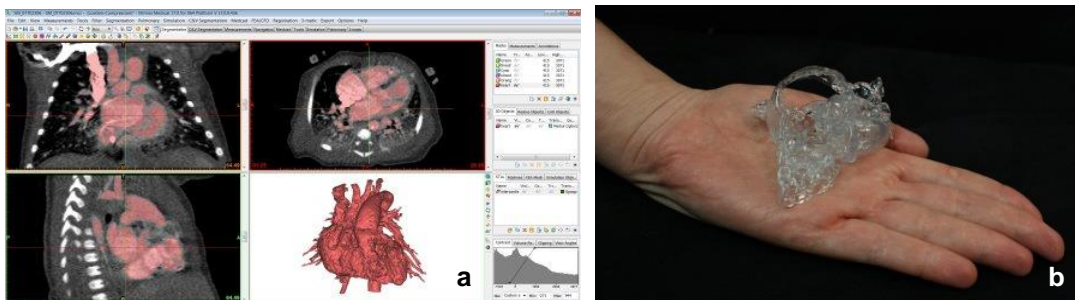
a) Imagens CT do coração de pequenas dimensões de um recém-nascido foram segmentadas para construir o modelo b) O modelo fabricado aditivamente, permitiu diagnosticar e planear a cirurgia necessária de forma mais eficaz [62].
